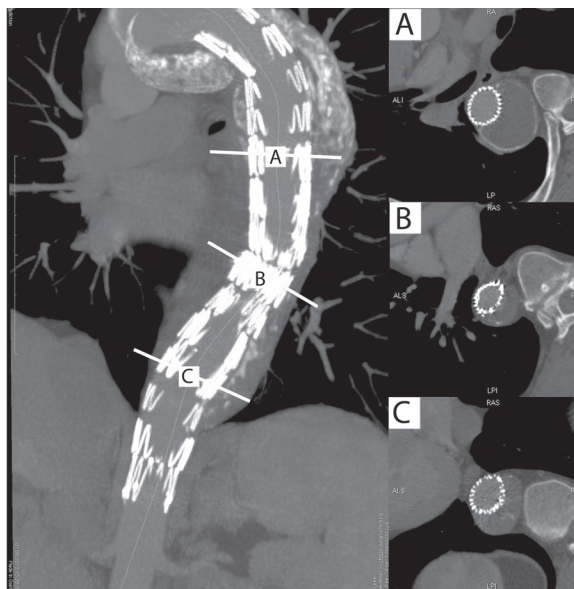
Tomografia komputerowa po pierwotnym założeniu stent-graftu
